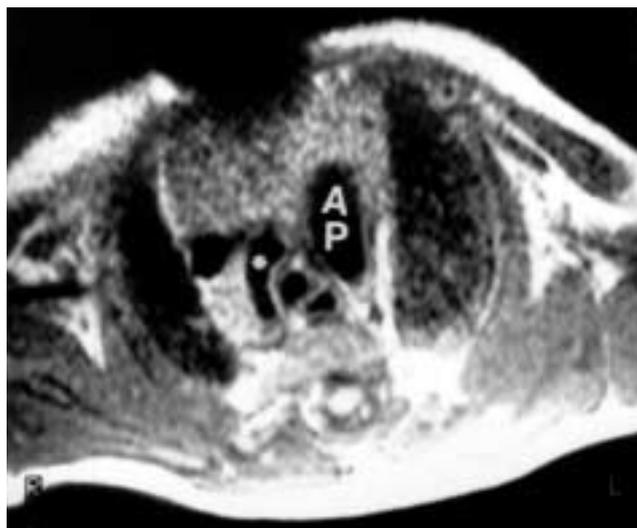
A). - Resonancia magnética en proyección axial: arteria pulmonar de 8 mm. Arco aórtico derecho moderadamente hipoplásico en su comienzo (5 mm). AP = arteria pulmonar. Asterisco (*) = arco aórtico.
